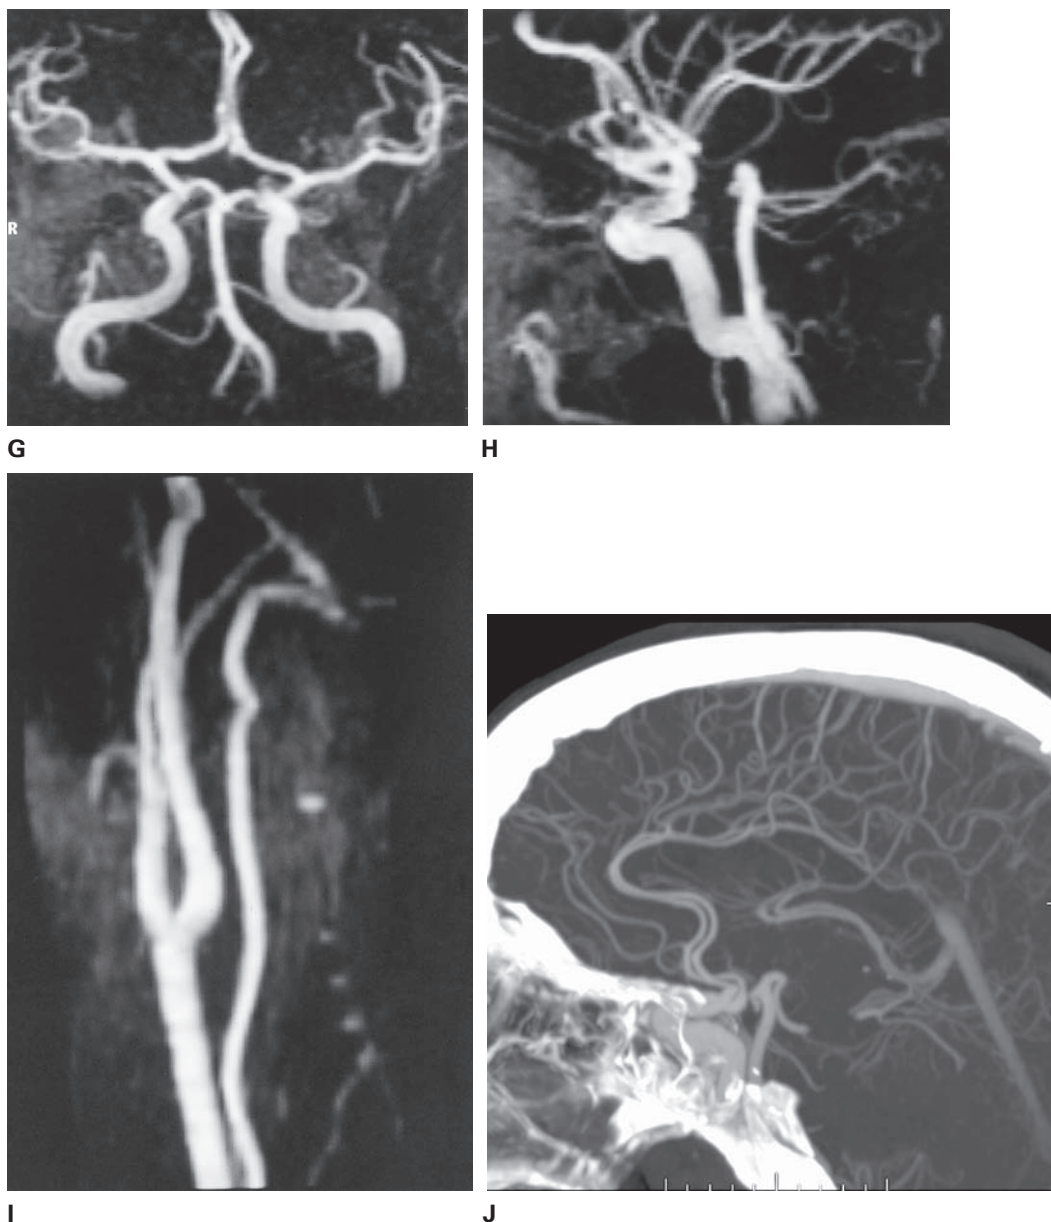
(continuación). *G*, angiograma por resonancia magnética (MRA) de los vasos intracraneales (proyección anteroposterior). Se visualizan las grandes arterias carótidas que ascienden a cada lado de las más pequeñas arterias vertebrales, las cuales se unen en la línea media para formar la arteria basilar. Esta técnica permite la resolución de las arterias cerebrales anterior y media más allá de sus primeras ramas. *H*, vista lateral de la MRA que muestra en la parte anterior las dos grandes arterias carótidas sobrepuestas una con otra dando origen a las arterias cerebrales anterior y media, y en la parte posterior las arterias vertebrales y basilar, que originan las arterias cerebrales posteriores. *I*, MRA normal de las porciones cervicales de las arterias carótidas primitiva, interna y externa, y la solitaria arteria vertebral más pequeña. *J*, CT angiográfica realizada mediante inyección de colorante intravenoso que muestra vasos intracraneales.
